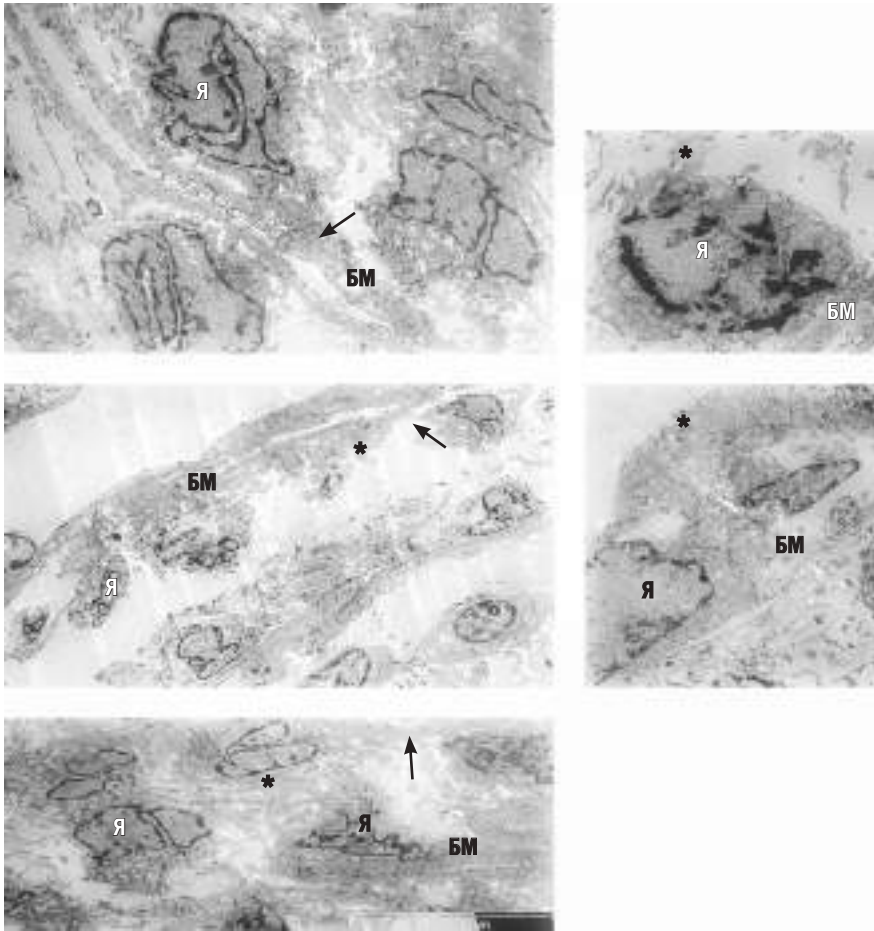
Ультратонкий срез почечной ткани после 60-минутной ишемии и 60-минутной реперфузии. Контрастирование в спиртовом растворе ацетата уранила и водном растворе цитрата свинца ($\times 100\ 000$). Наблюдается массовая гибель эпителиоцитов проксимального канальца с фрагментацией их цитоплазмы (звездочки) и обнажением участков базальной мембраны (стрелки). Я — ядра эпителиальных клеток; БМ — базальная мембрана
